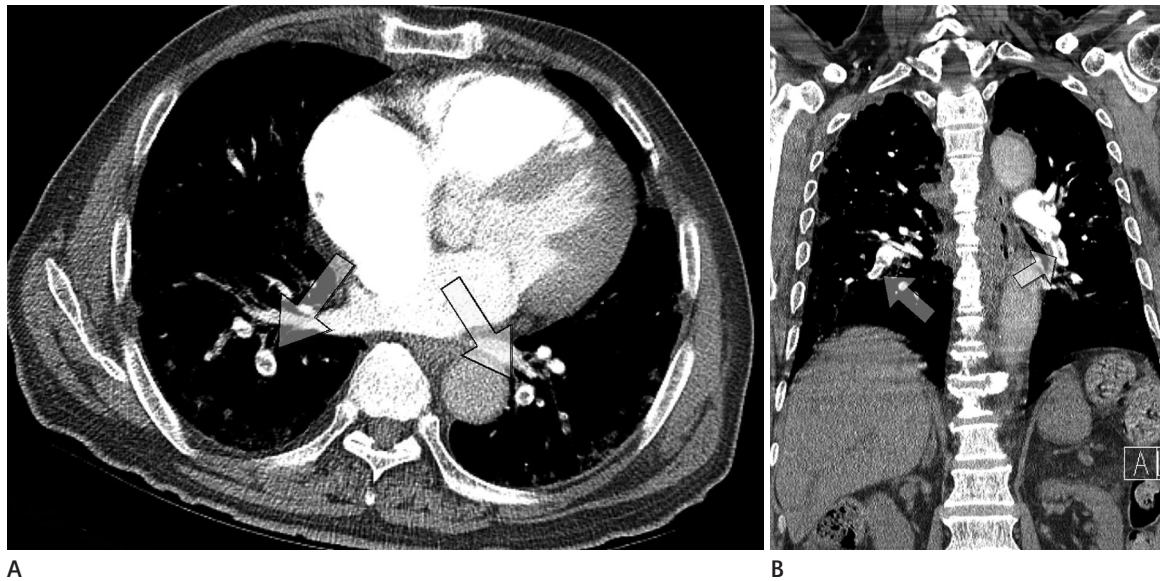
A seventy five years old man with cholangiocarcinoma and multiple metastasis. He had no symptom related with pulmonary thromboembolism. The axial contrast CT images at the level of left atrium (A) and coronal reconstructed image (B) shows thrombus in both lower segmental arteries (arrows). Pulmonary embolism index is 5 and deep vein thrombosis was not present.
